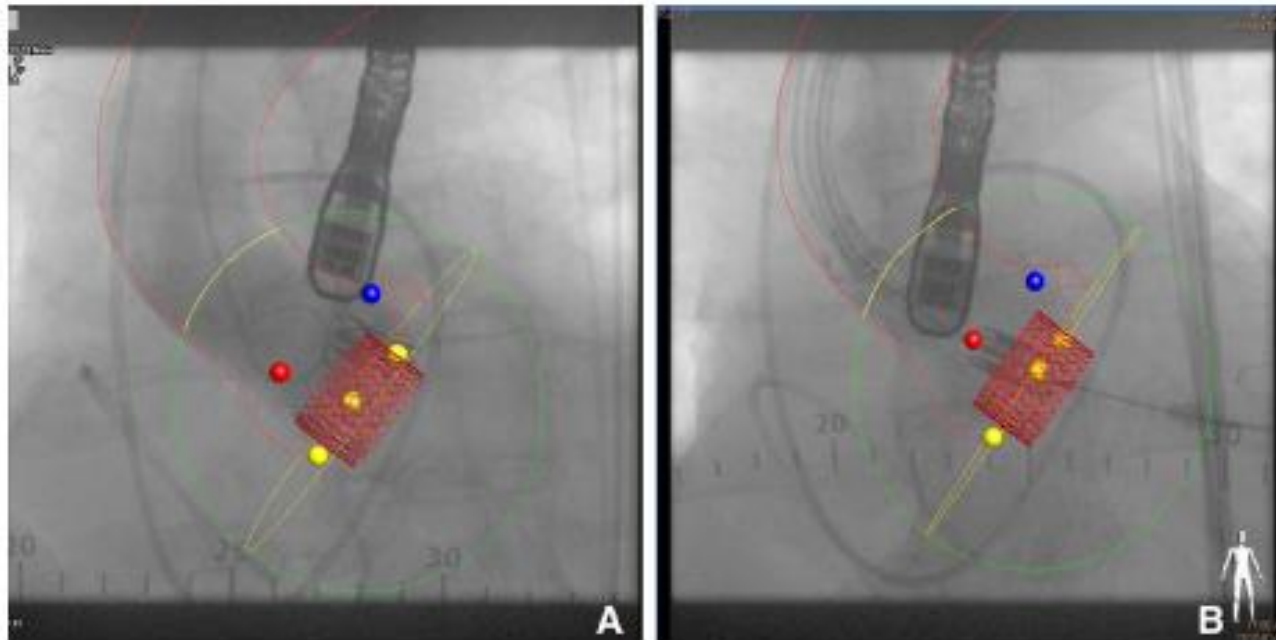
An 83-year-old male undergoing a transfemoral TAVR integrating computed tomography (CT) fusion imaging in the hybrid operating room. The silhouette of the aorta is generated from the CT angiogram and then uploaded to the catheterization laboratory fluoroscopy synchronized and changing with the gantry position (A and B). The coronary ostia are also colocalized (left, blue; right coronary, red) as is the basal ring of the annulus as defined by the nadir of all 3 aortic valve cusps (yellow dots). A virtual transcatheter valve can also be integrated to further help with transcatheter heart valve selection and positioning.
